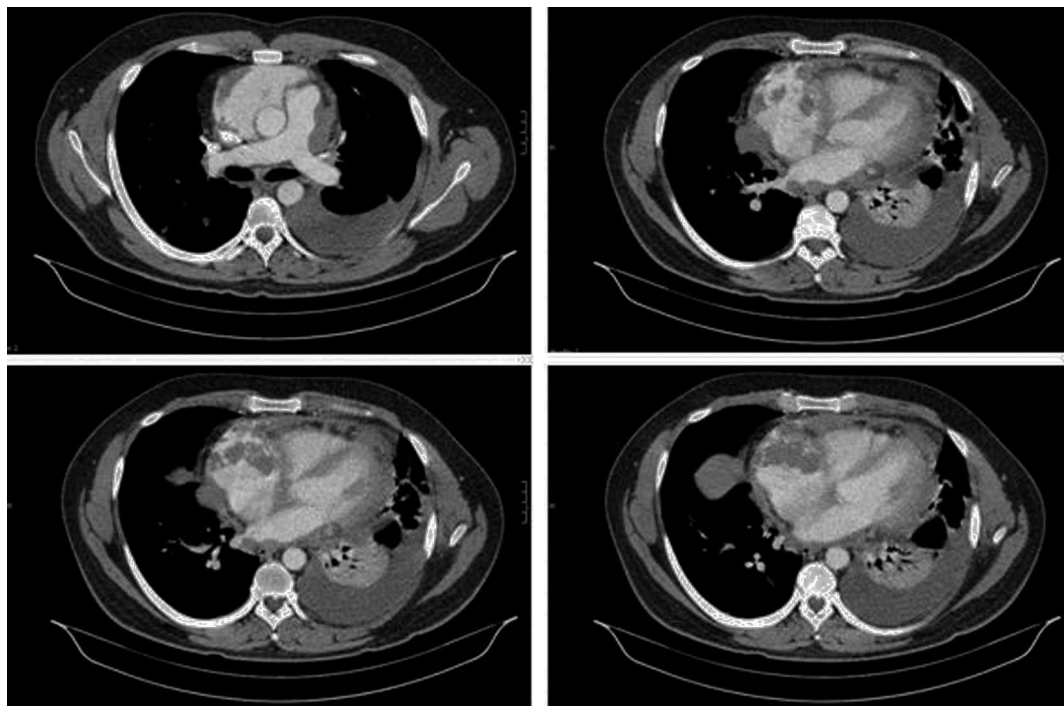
TC Tórax: Derrame pleural esquerdo com atelectasia basal. Micronódulos dispersos. Derrame pericárdico com aumento dimensional da aurícula direita
